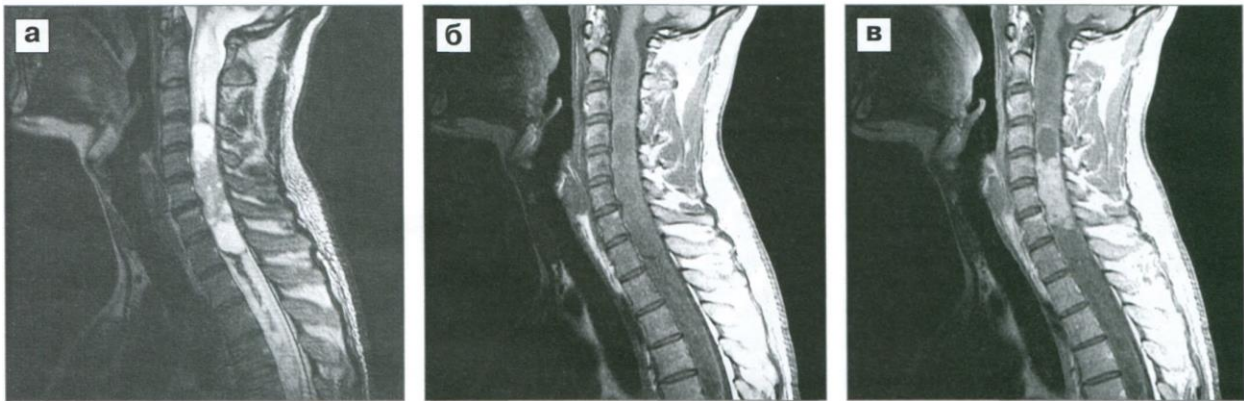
МРТ шейного отдела больного И, интрамедуллярная опухоль.
